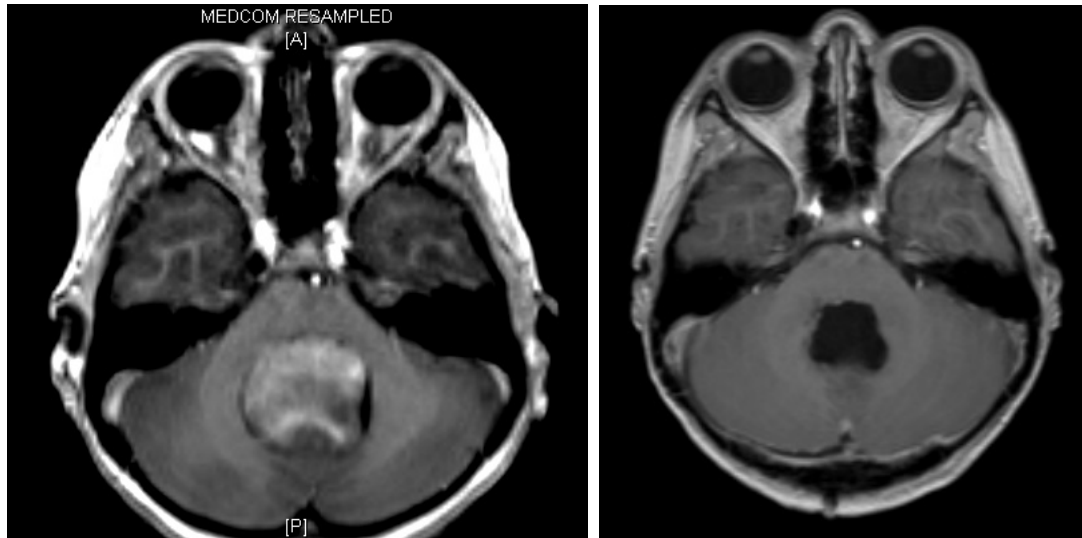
Exemple d'exérèse complète d'un Mb envahissant le V4 avec une coupe axiale d'IRM en préopératoire (à gauche) et postopératoire (à droite).
